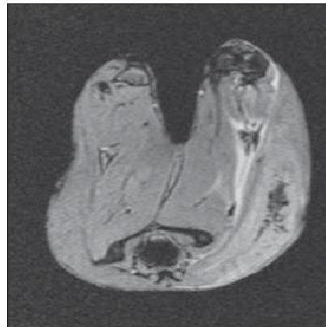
MRI scan 3 days after the exposure, rabbit.
